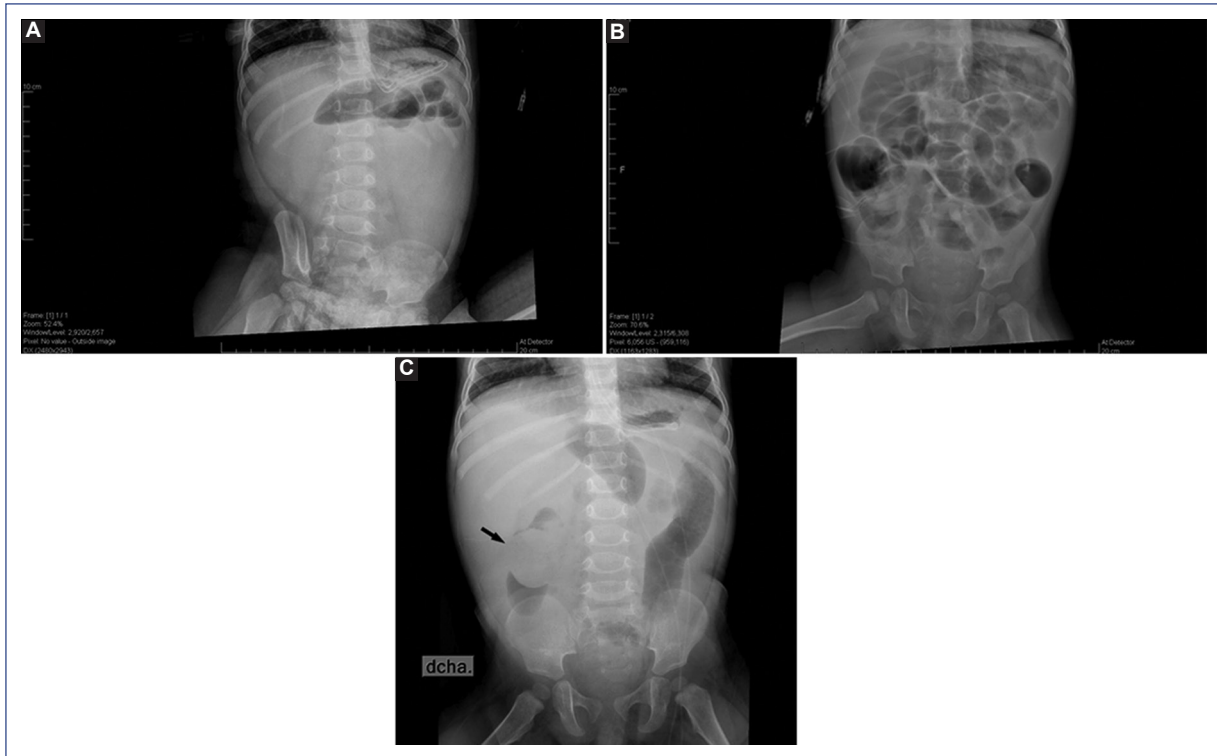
A: radiografía de abdomen de pie con distensión de cámara gástrica con nivel hidroaéreo y patrón de oclusión intestinal. B: radiografía de abdomen con distensión de asas y sonda gástrica en buena posición. C: radiografía de abdomen de pie con defecto de llenado redondeado (flecha) en asa de flanco derecho.
